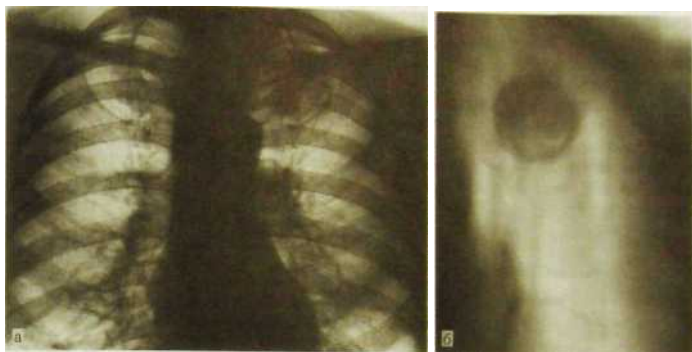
Н. 13. Большая туберкулема с распадом в верхней доле левого легкого, а — рентгенограмма, б — томограмма.
